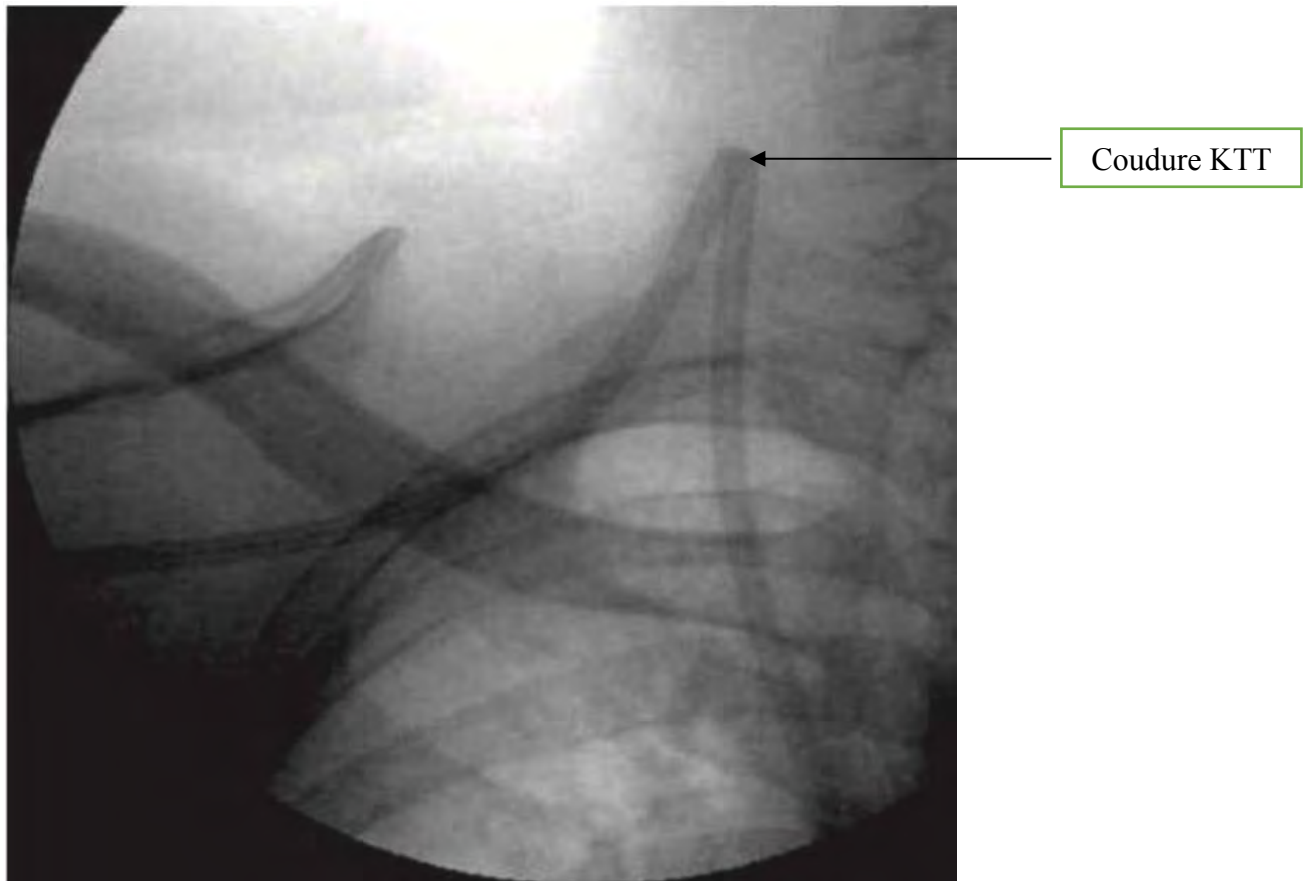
Radiographie montrant une coudure du cathéter tunné gauche [6]
